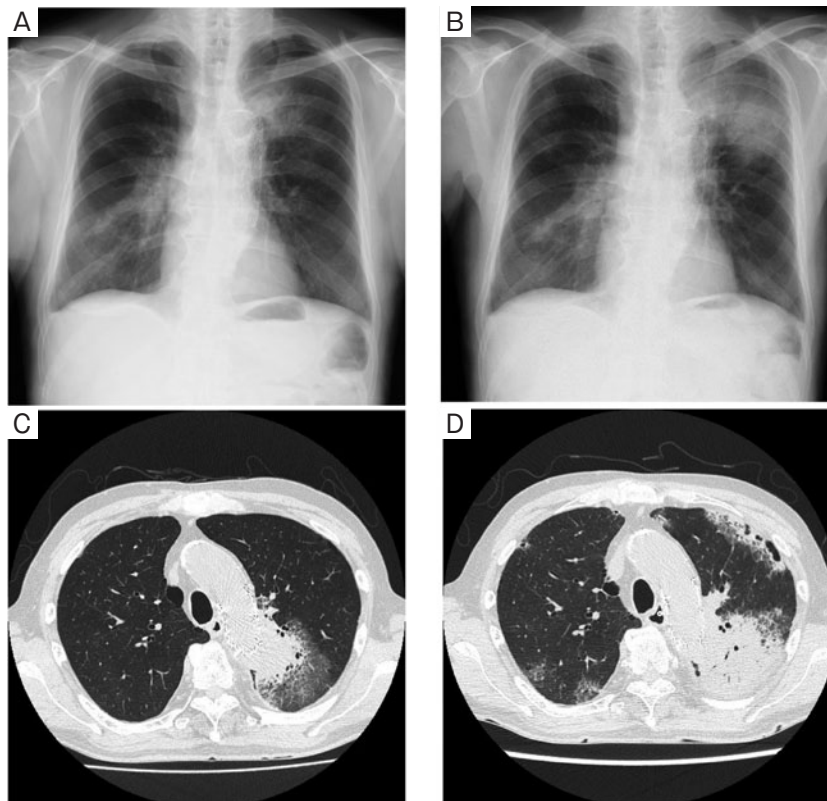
胸部画像所見 (症例1). (A, C) 当科初診時 (放射線治療開始27日後) の胸部X線写真と胸部CT. 左上肺野に浸潤影と右下肺野に陳旧性炎症性変化を認める. (B, D) 当科初診17日後 (放射線治療開始44日後) の胸部X線写真と胸部CT. 左上葉主体に浸潤影とすりガラス様陰影の拡大を認めた.
